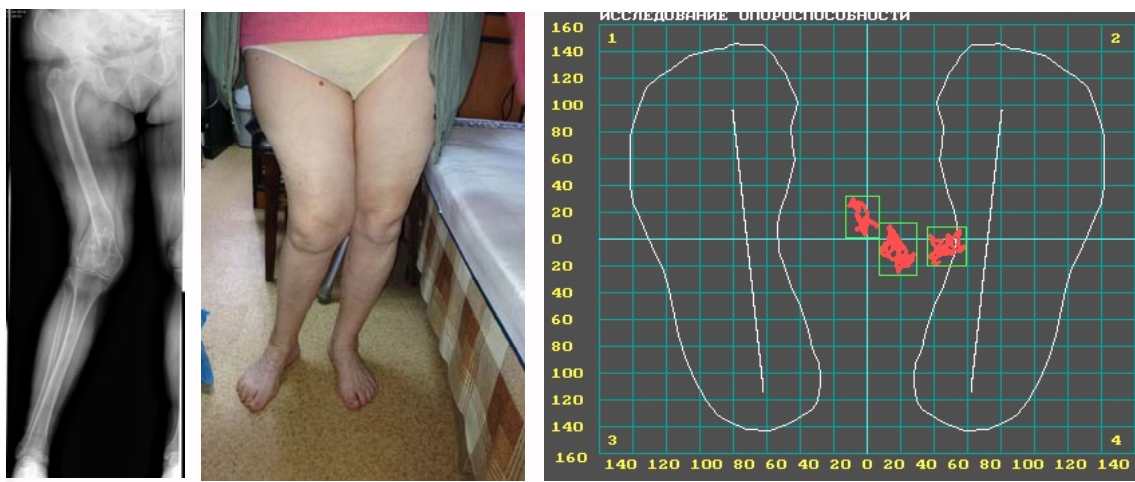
Фотоотпечатки б-ой К.: сросшийся перелом правой бедренной кости в нижней трети, остаточная деформация диафиза (вальгус и антекурвация), укорочением правой нижней конечности на 3,5 см, компенсаторные изменения в виде перекося таза вправо, варусной деформации правого коленного сустава и эквинусной установки правой стопы: а - рентгенограмма правой нижней конечности в передне-задней проекции, б - общий вид пациентки, в - статограмма больной К.
